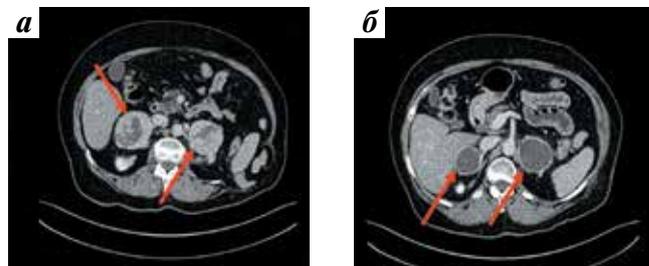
Компьютерная томография органов брюшной полости: а – до лечения: метастазы в надпочечниках (стрелки); б – после проведения 6 курсов лечения пазопанибом: положительная динамика в виде уменьшения размеров метастатических очагов (стрелки), изменение метаболизма опухолей в сторону кистообразования
